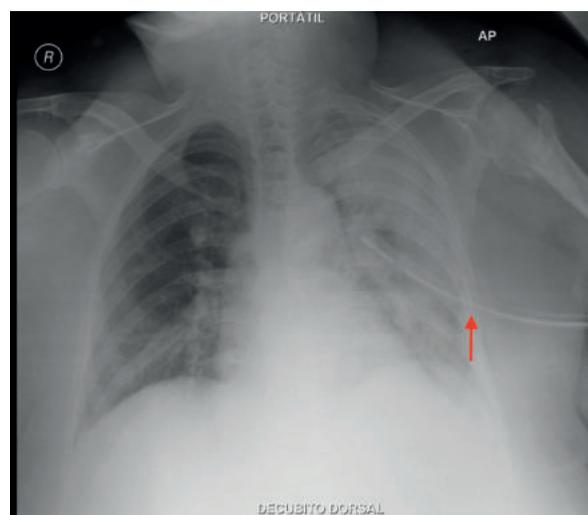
Radiografia torácica AP no leito após colocação do dreno torácico. A seta mostra a localização do dreno
